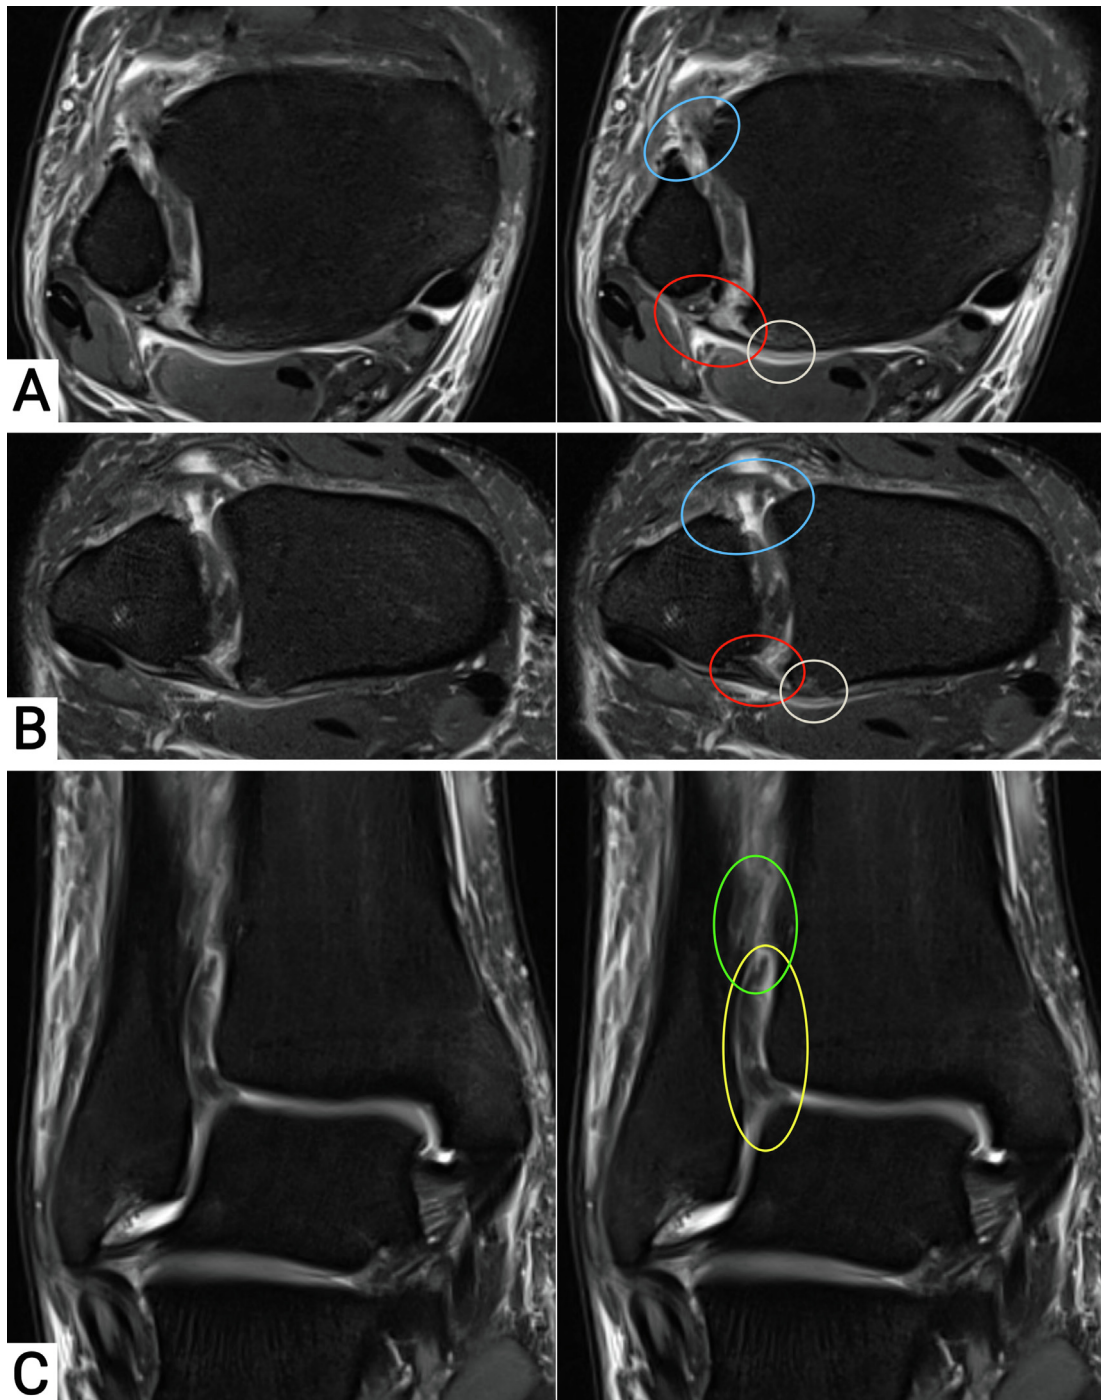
MRT Bildgebung mit axialer (A), schräger (B) und koronarer (C) Rekonstruktion. Blauer Kreis: AiTFL; Roter Kreis: PiTFL; Weißer Kreis: Knochenmarködem am posterolateralen Malleolus; Grüner Kreis: IOL; Gelber Kreis: „Lambda Zeichen“.
